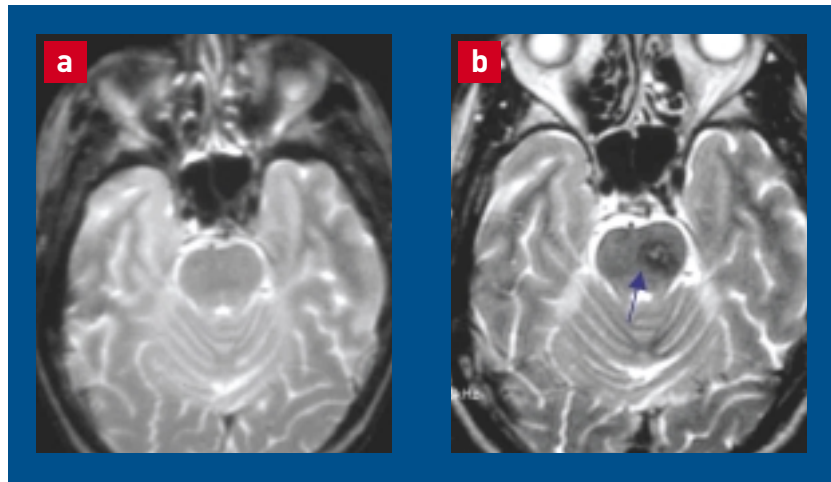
Apparition d'une lésion de novo. a : IRM initiale (T2 en spin-écho) ; b : IRM de suivi à 57 mois (T2 spin-écho).
